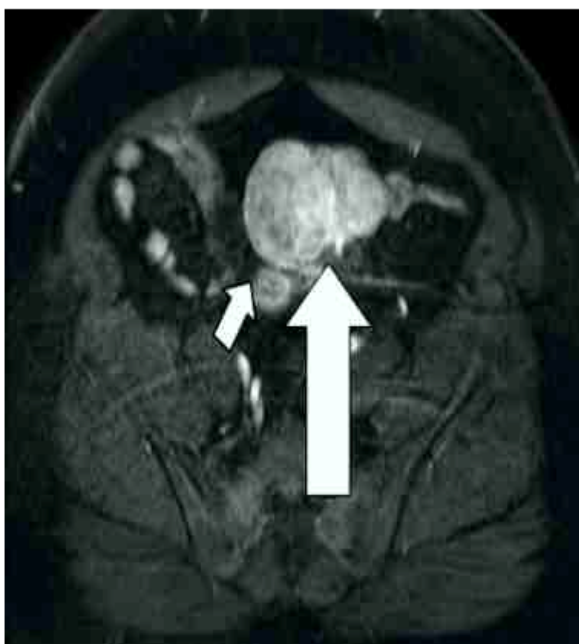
Imagen de resonancia magnética. Las flechas señalan el tumor ovárico izquierdo.
